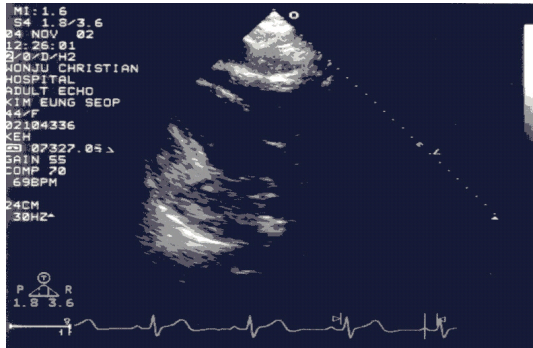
Echocardiogram shows echogenic density behind left ventricle.
